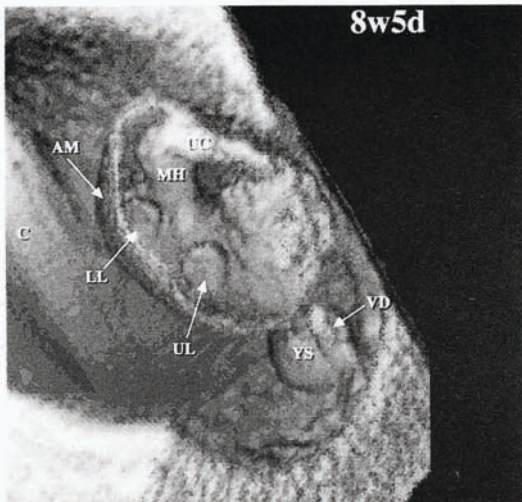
妊娠8週5日の胎芽の子宮腔内三次元超音波像。
